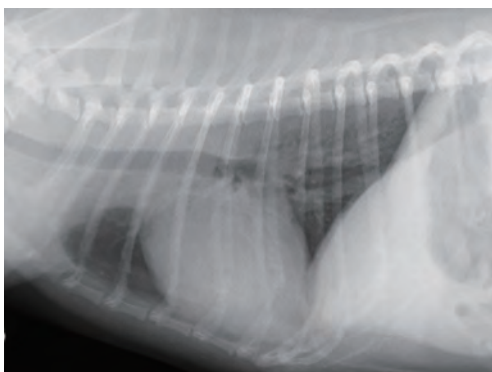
症例7の胸部X線検査側面像。淡いスリガラス状陰影（びまん性間質陰影）が観察された
